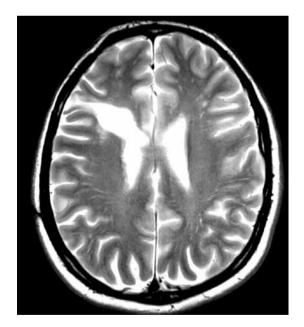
Узлы субэпендимарной гетеротопии в области латеральной стенки правого бокового желудочка у пациентки А. на магнитно-резонансной томограмме в режиме T2
